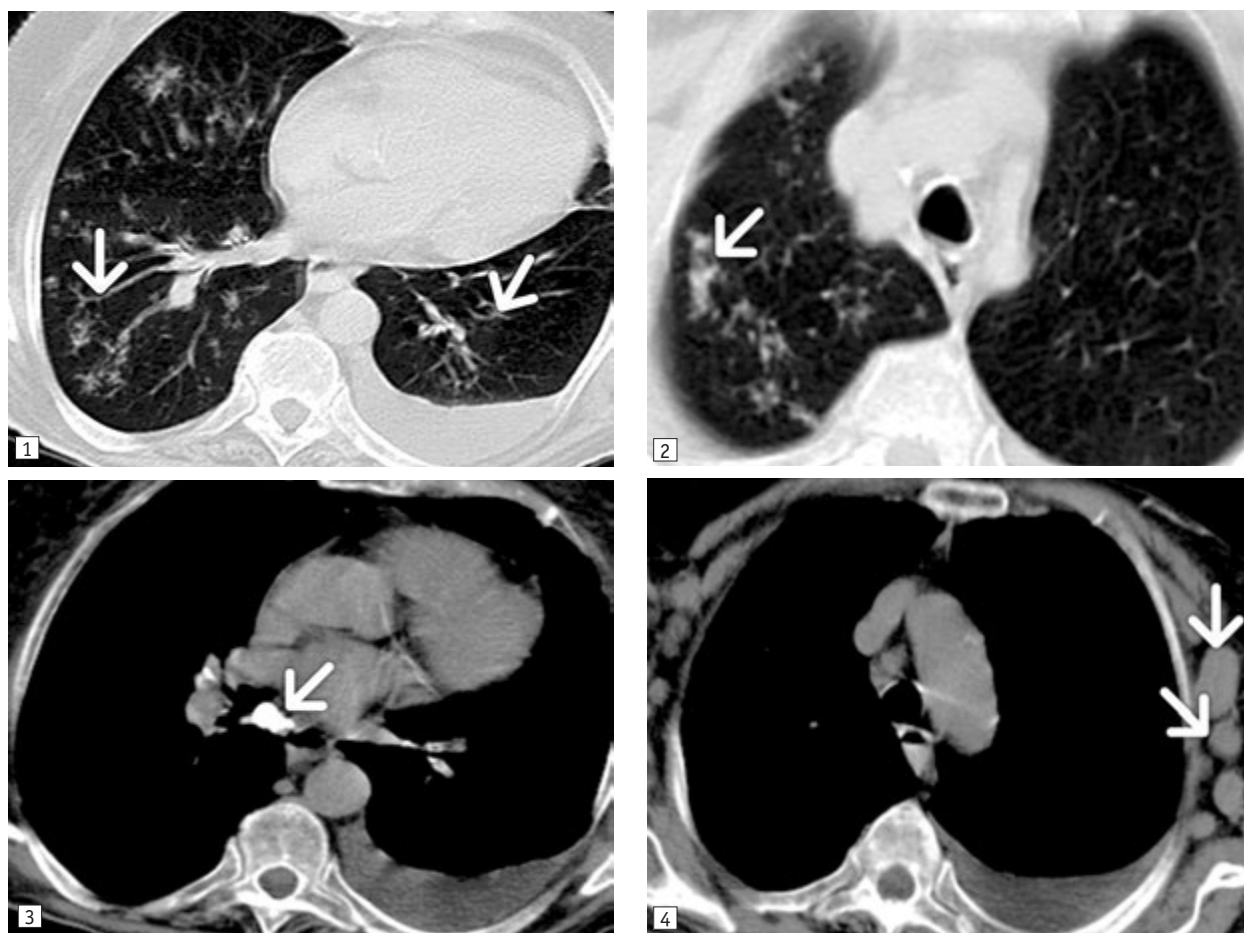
Дані КТ: вогнищеві ураження легень (1, 2) у поєднанні з туберкульозом медіастинальних (3) і пахвових (4) лімфатичних вузлів та лівобічним плевритом (знімки надані Н.В. Дереш)
